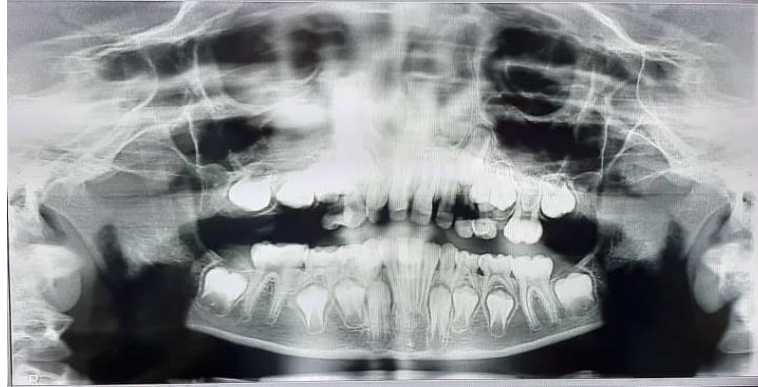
Radiografía panorámica de evolución realizado 1 año posterior a la primera visita.
